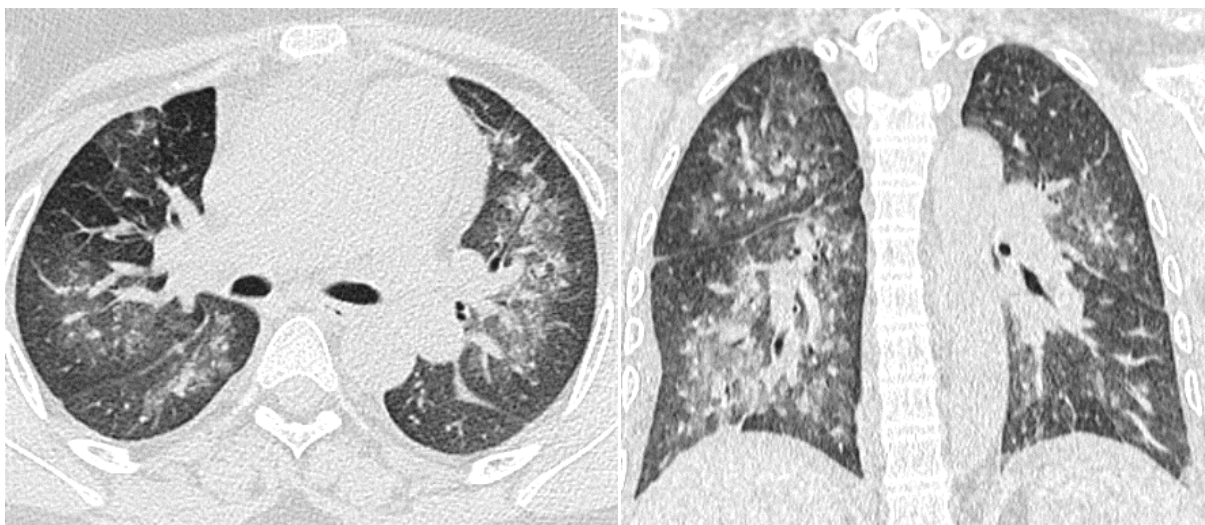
TDM thoracique en coupe coronale et axiale chez un patient de 23 ans avec maladie de Goodpasture présentant une hémoptysie avec au scanner des plages en verre dépoli multifocales ,bilatérales , plus marquées en péri hilaire et à droite avec épanchement pleural droit de faible abondance. En rapport avec une hémorragie alvéolaire.
